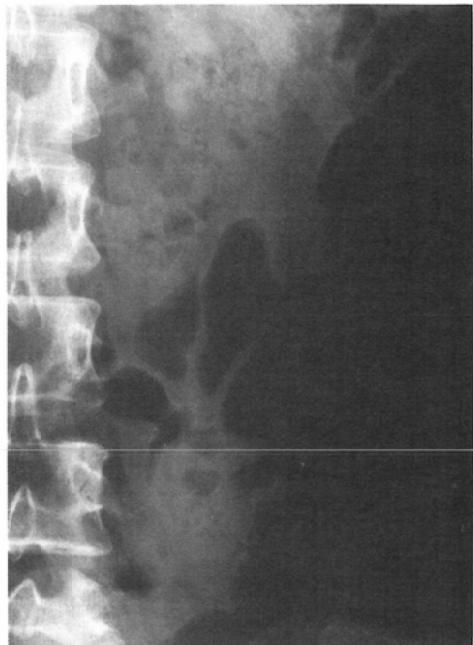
Plain radiograph after PNL shows no residual stones. There was a considerable degree of hemorrhaging through the nephrostomy after PNL.
